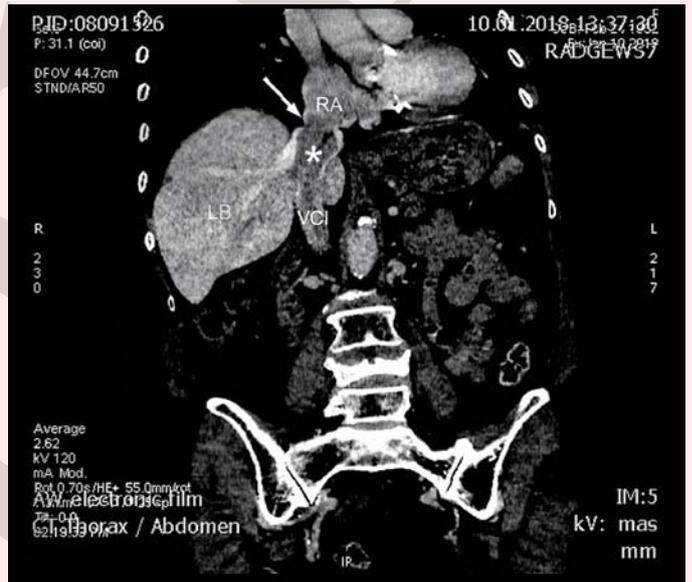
Kontrastmittelverstärktes CT-Abdomen
